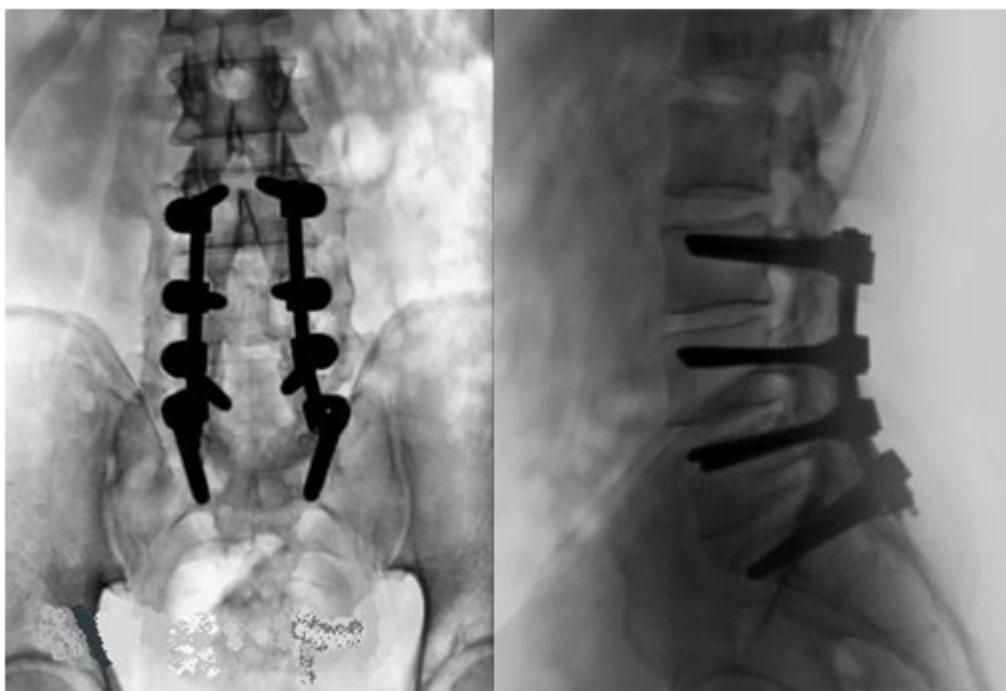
Radiografías de laminectomía, instrumentación transpedicular y fusión L3- L4- L5- S1.
